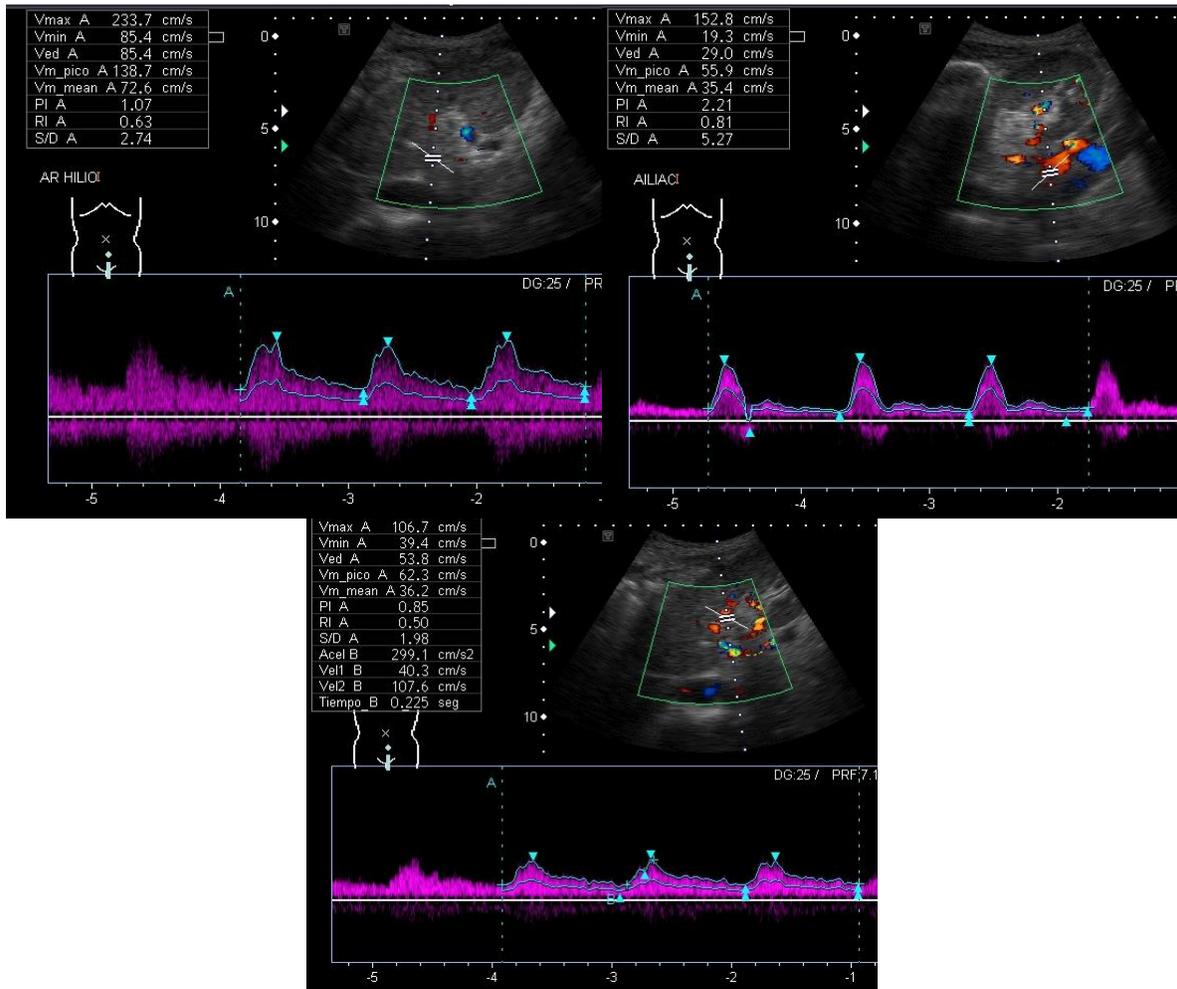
Ultrasonido con aplicación Doppler color y espectral que muestra: a) VPS de arteria renal de 234 cm/s b) arteria iliaca de 112 cm/s que corresponde a un índice renal/iliaca de 2.59 (Normal <2). C) Se observan la mayoría de las arterias intraparenquimatosas con patrón Tardus tardus y tiempos de aceleración mayores a 0.07 y aceleraciones menores de 200 cm/s², se realiza diagnóstico radiológico de estenosis de arteria renal en masculino de 39 años de edad.
